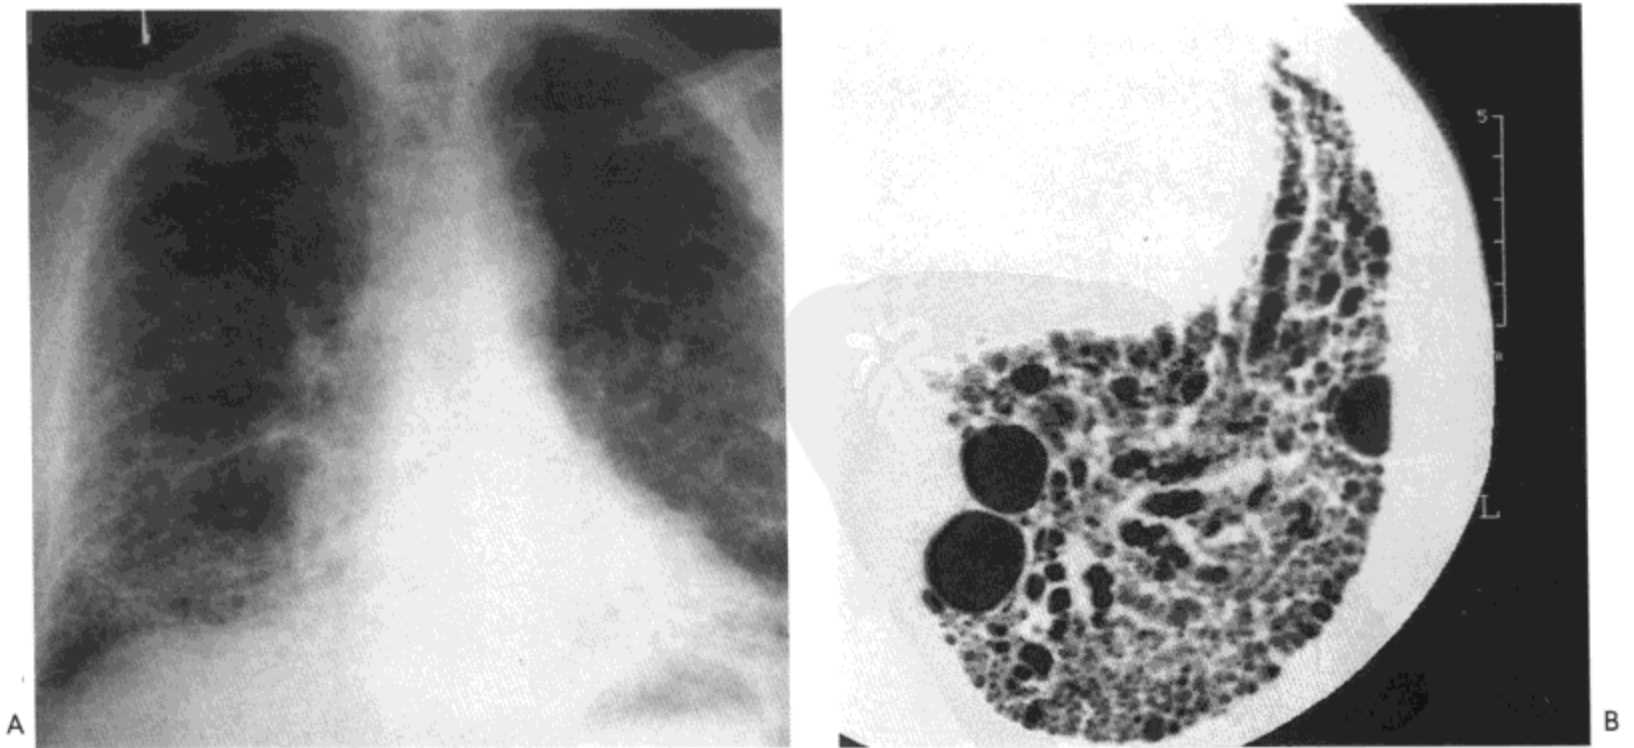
混合性结缔组织病—寻常性间质性肺炎。A: X 线胸片示网状影、蜂窝样囊与磨砂玻璃样密度, 主要累及中肺与下肺。B: 左肺基底高分辨率 CT 影像显示广泛的蜂窝样改变, 网, 与牵引性支气管扩张。病人男, 74 岁。
